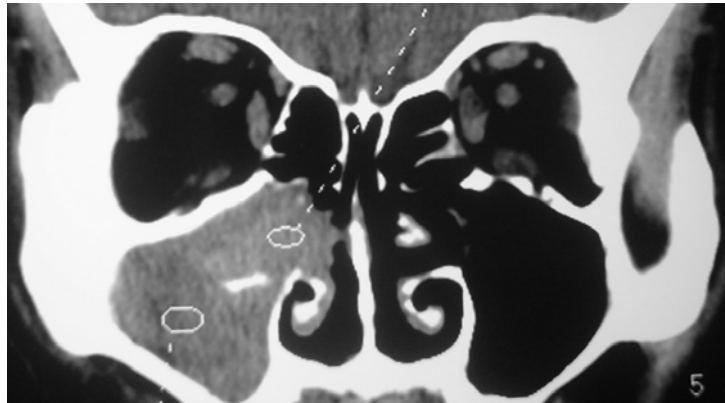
TC de nariz y senos paranasales corte coronal en la que se observa bola fúngica en seno maxilar derecho.
